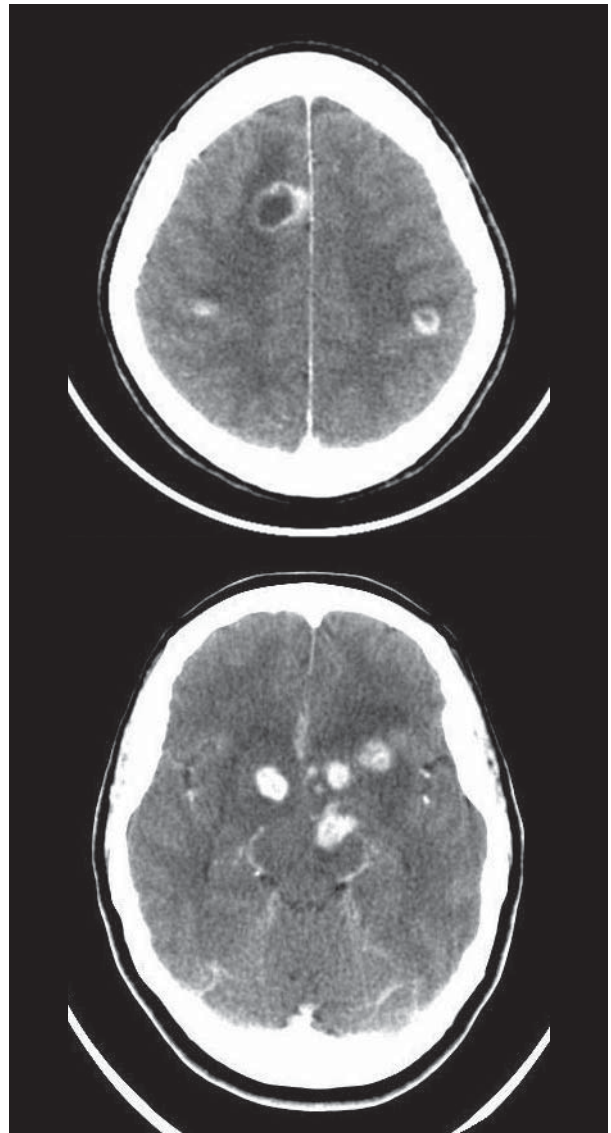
Tomografia de crânio demonstra múltiplas lesões ovais, de diferentes tamanhos, com edema periférico e realce intenso pelo meio de contraste venoso, por vezes com aspecto anelar, localizadas nas regiões núcleo-capsulares, corticais e subcorticais.
